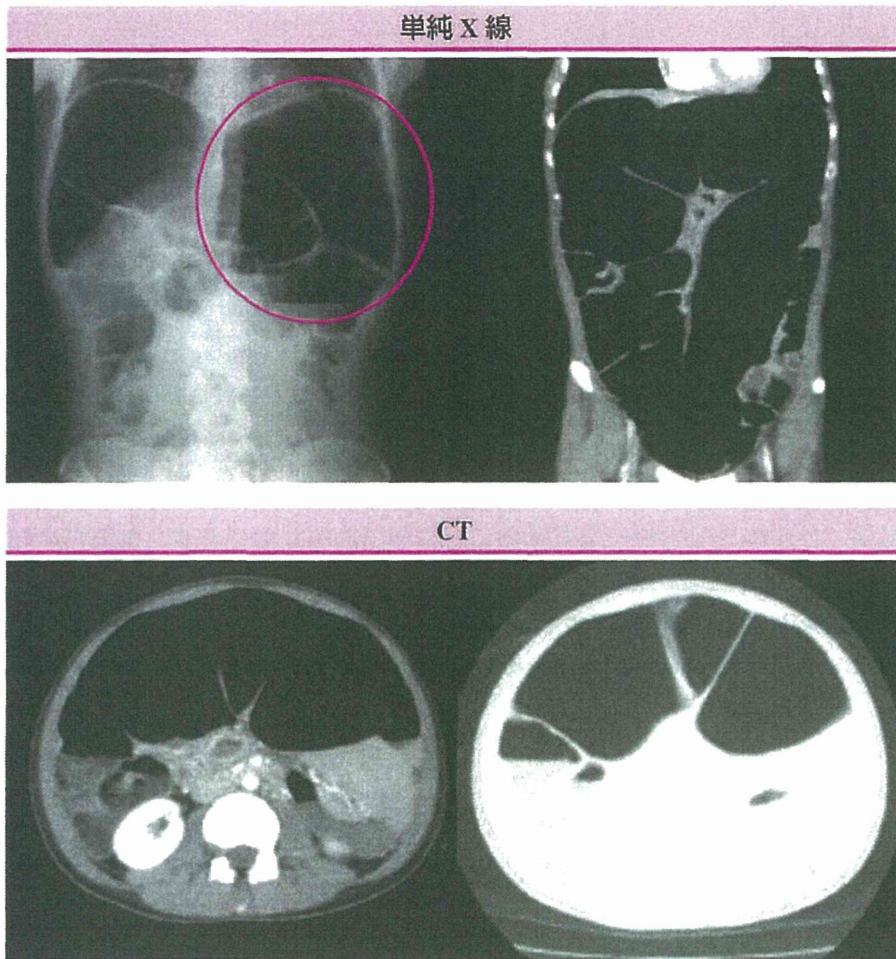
巨大結腸症の単純 X 線所見および CT 所見
